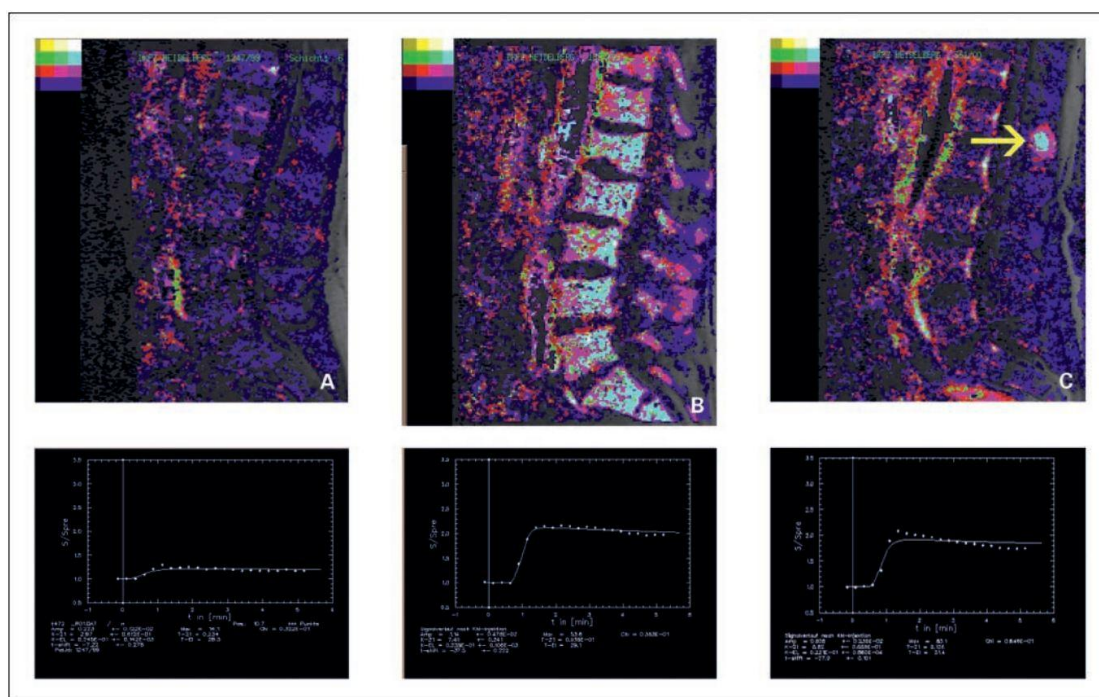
Παραδείγματα χαρτών της σπονδυλικής στήλης από DCE-MRI και οι αντίστοιχες καμπύλες αιμάτωσης
